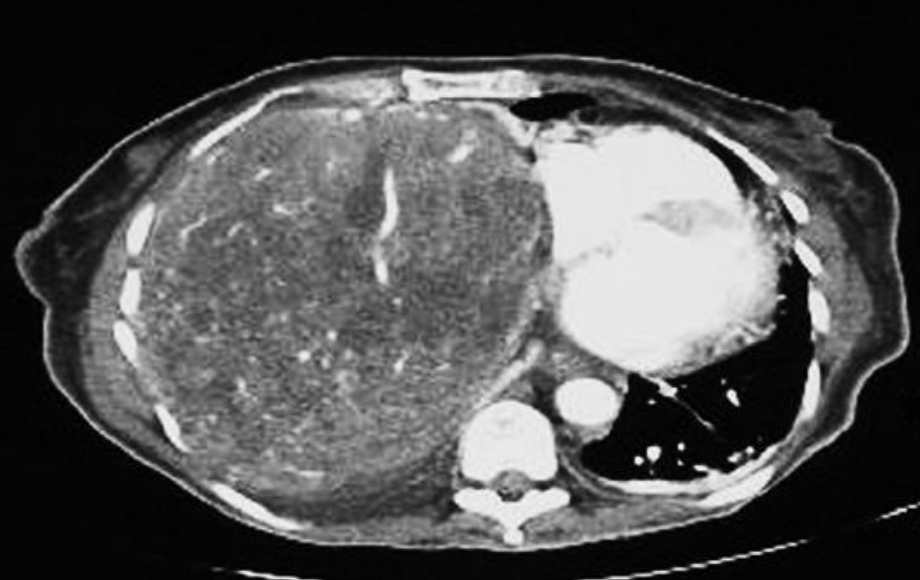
69-year-old man with symptoms related to insulinlike growth factor. A and B, Axial CT images before (A) and 2 minutes after (B) contrast administration show peripheral enhancement of large right hepatic lobe mass with low-attenuation center (*asterisk*). C and D, Axial T2-weighted (C) and contrast-enhanced liver acquisition with volume acceleration with 2-minute delay (D) MR images show peripheral enhancement in sunburst pattern surrounding central cystic degeneration (*asterisk*).
